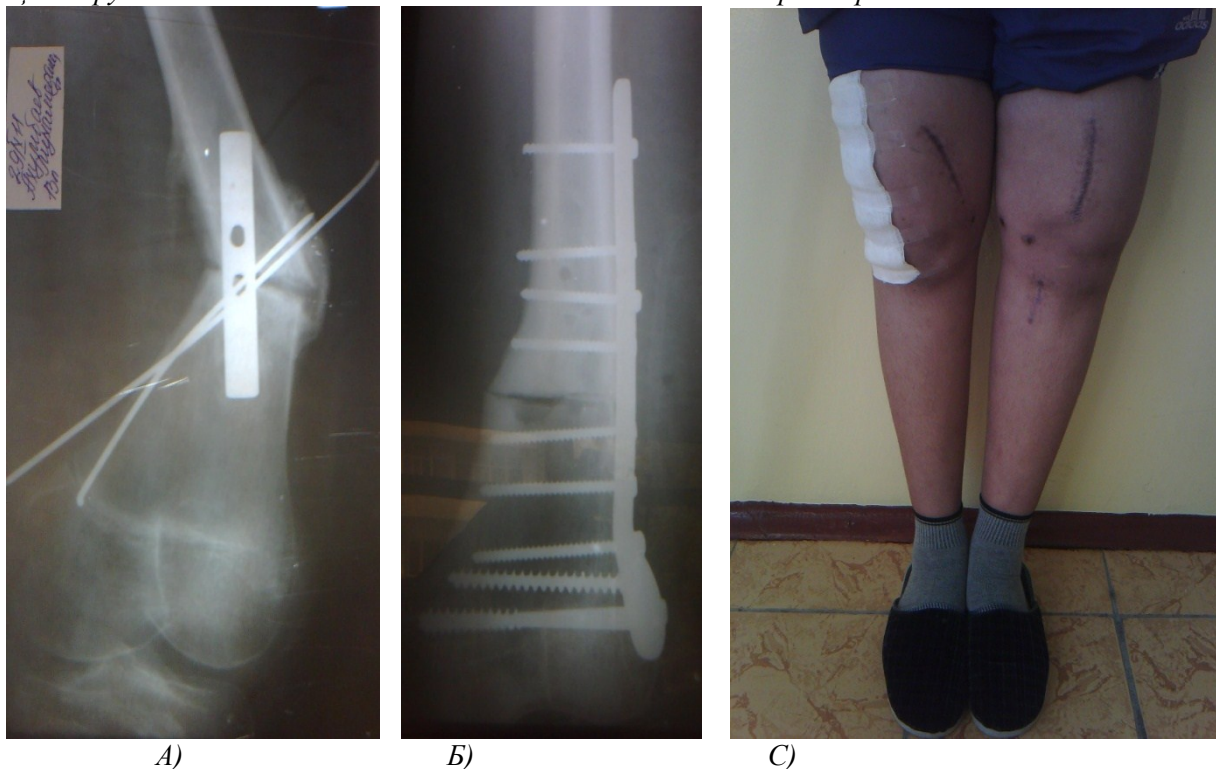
Рентгенографии и фотография больного после реостеосинтеза
